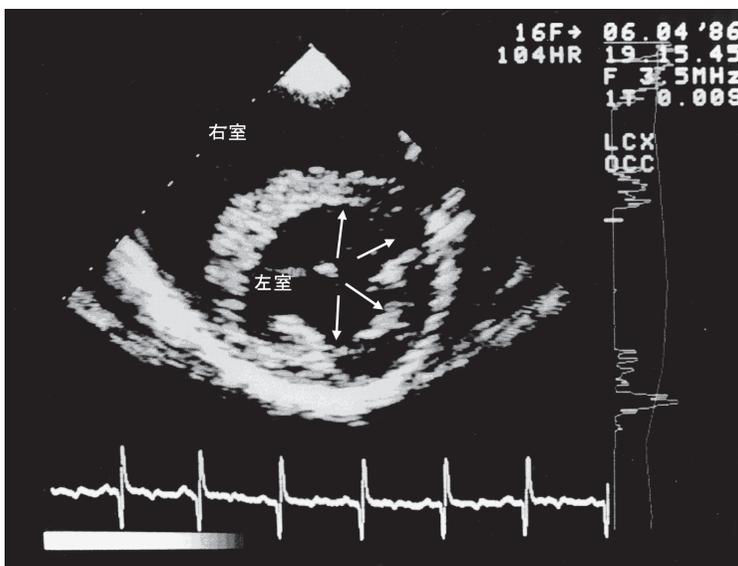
左回旋枝を閉塞した動物モデルにおける心筋コントラストエコー図。ウログラフィンと生理食塩水に極く少量の空気を混入し、用手法で攪拌したものを大動脈基部内に注入し、普通に基本画像で実時間記録している。通常の下から見るような短軸画像としては記録されておらず、上から見た短軸像である。正常灌流部位が明瞭に染影され、左回旋枝閉塞後の虚血領域(白矢印)が明瞭に観察される。1986年の画像であるが、灌流の有無が極めて明瞭に示されている。
